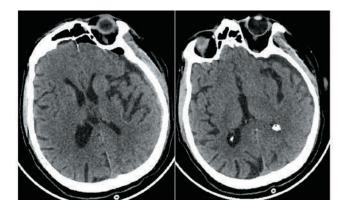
МСКТ головного мозга пациента К. 1-е сутки после операции. Субдуральная гематома удалена, дислокации срединных структур нет
